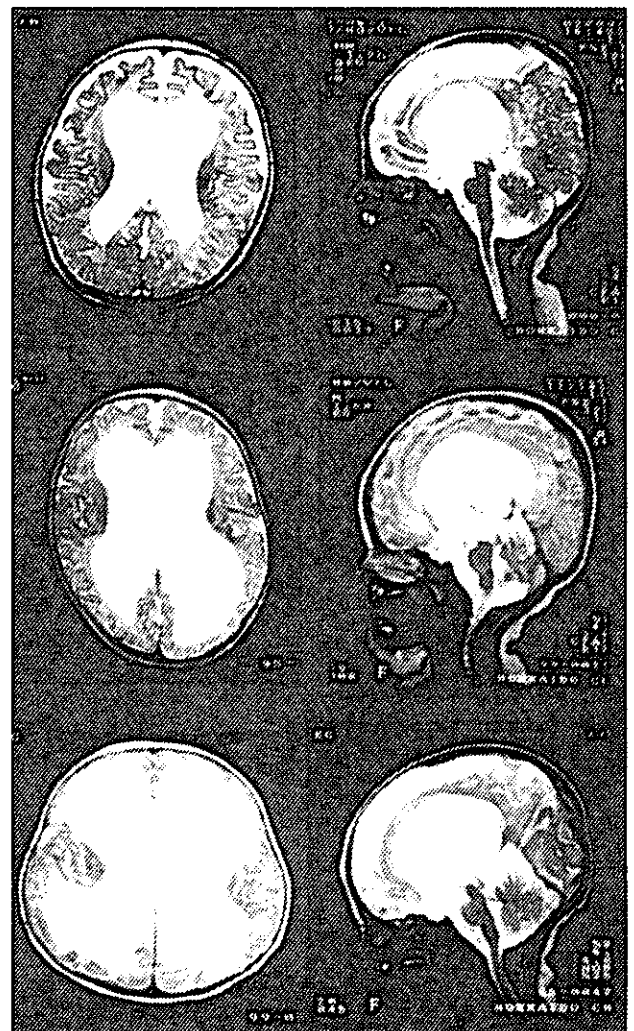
MRIからみた中脳水道狭窄症を伴う水頭症の重症度評価
